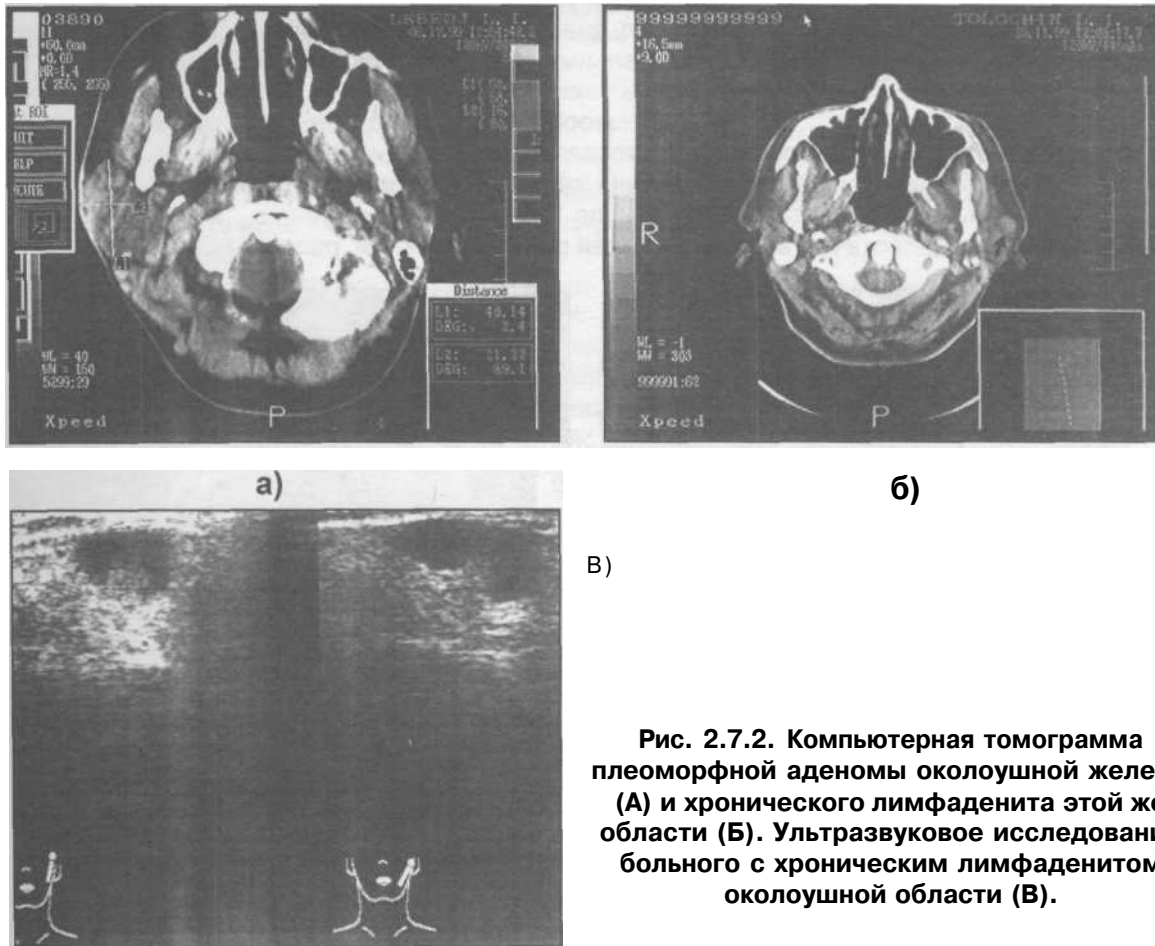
Компьютерная томограмма плеоморфной аденомы околоушной железы (А) и хронического лимфаденита этой же области (Б). Ультразвуковое исследование больного с хроническим лимфаденитом околоушной области (В).
